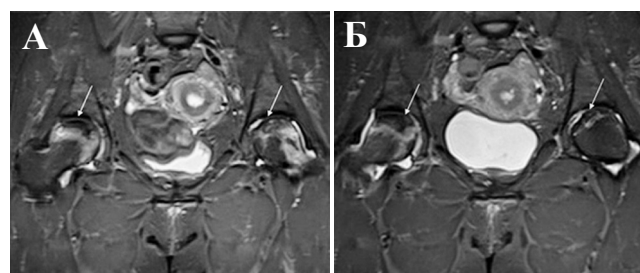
МРТ-изображение тазобедренных суставов пациентки М., 53 лет в динамике (T₂-ВИ, STIR, коронарная проекция): первичное исследование (стрелки – некроз головок бедренных костей) (А); контрольное исследование – через 6 мес (стрелки – некроз головок бедренных костей) (Б)
